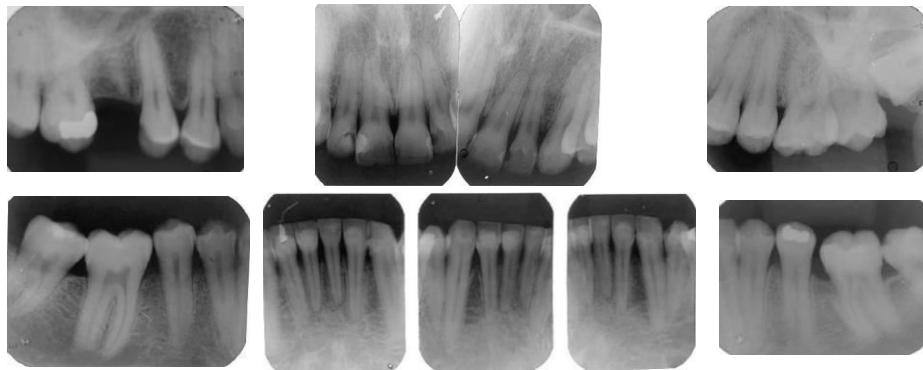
Radiografias intraorais periapicais.
